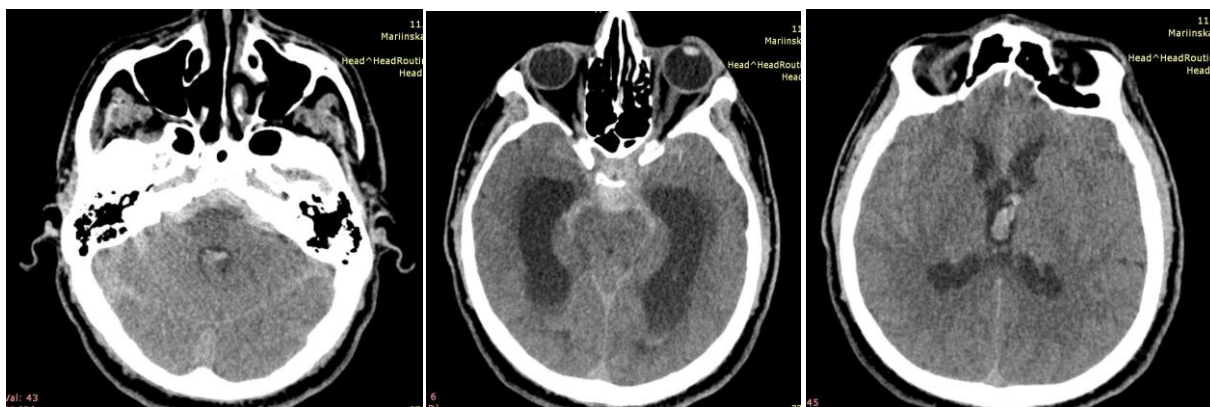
КТ головного мозга пациента Ф., история болезни №7508 от 17.02.2014 (аксиальные срезы)
